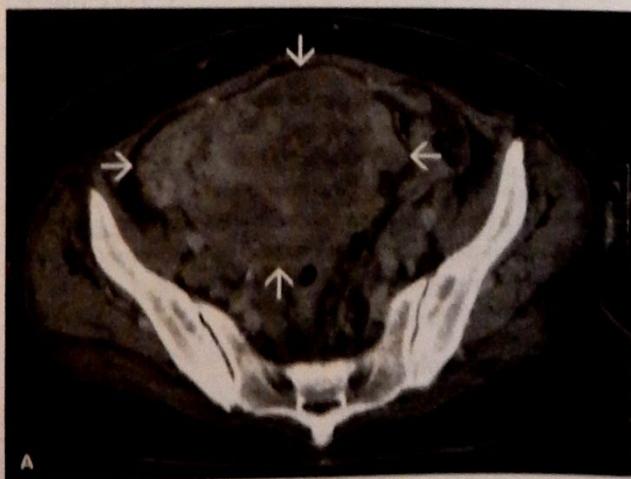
Imagini CT în plan axial la o femeie de 61 de ani cu cancer endometrial. A. Uter foarte mare și neomogen (solo se) în plan superior. B. La nivelul bifurcației aortice ganglionii limfatici măriți sunt vizualizați bilateral (solo se) comparabil cu invazia ganglionară.
